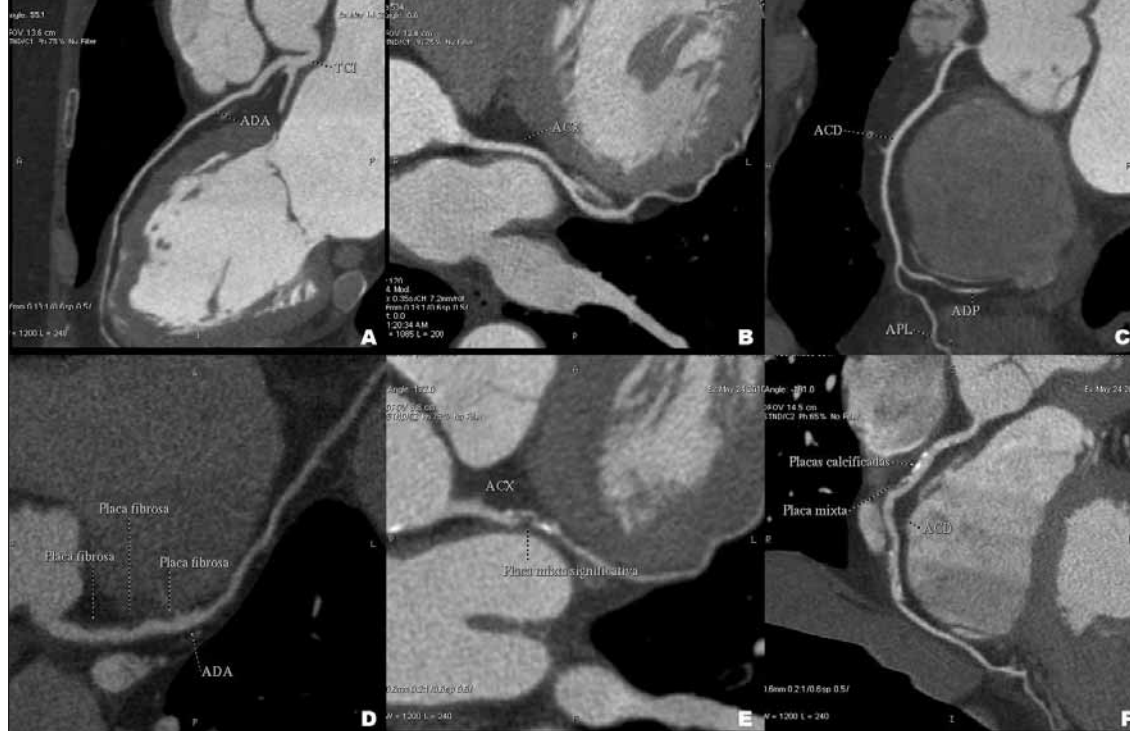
Panel superior: arterias coronarias normales. A) arteria descendente anterior, B) arteria circunfleja, C) arteria coronaria derecha. El panel inferior muestra: D) arteria descendente con múltiples lesiones fibrosas, E) circunfleja con placa mixta (fibro-calcificada), F) coronaria derecha con placas mixtas y extensas. Imagen proporcionada gentilmente por los Drs. Sergio Viñas y Ariel Duran. Servicio de Tomografía Cardíaca. MUCAM
